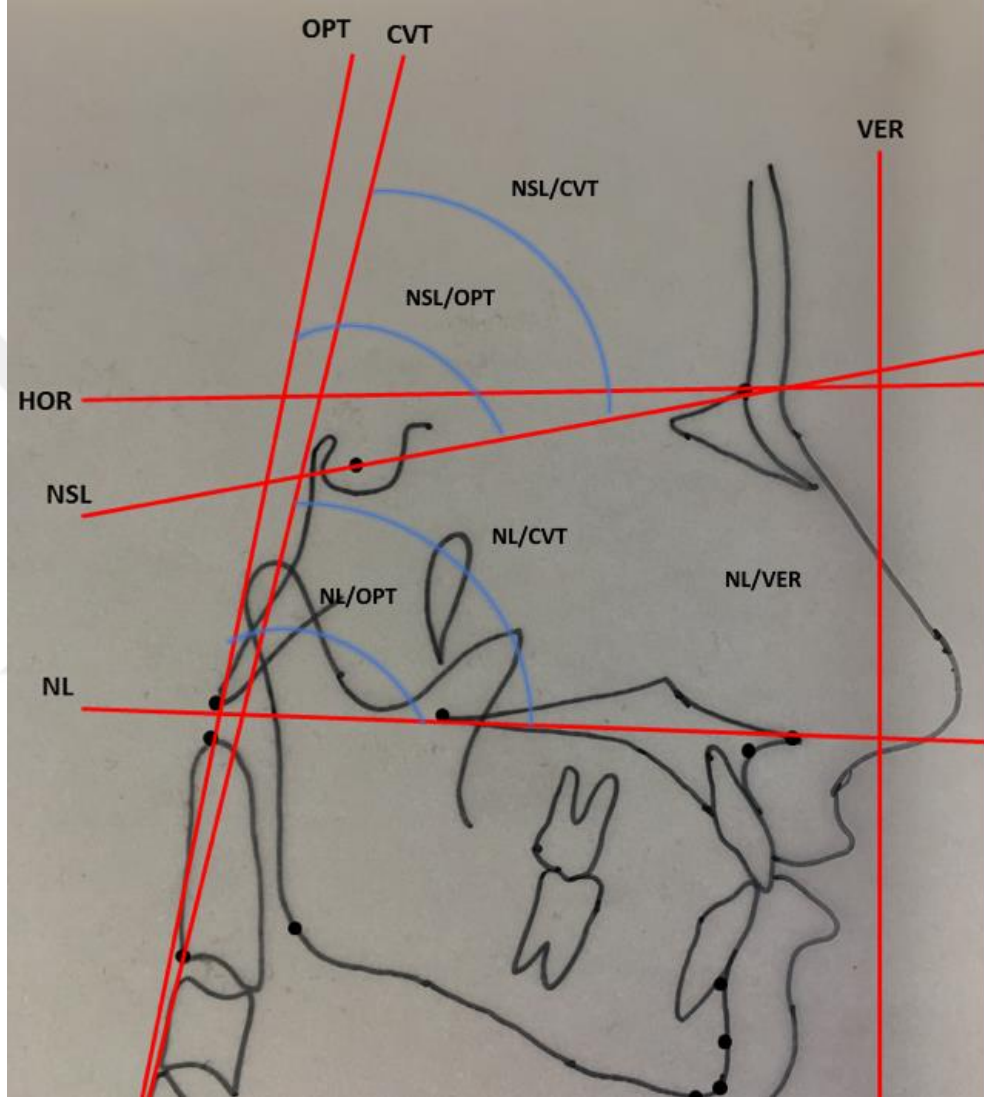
Lateral sefalometrik radyografideki kraniovertikal postural ölçümlerden NSL/VER ve NL/VER açıları ile servikal lordoz açısı olan OPT/CVT açılarının çizimi
